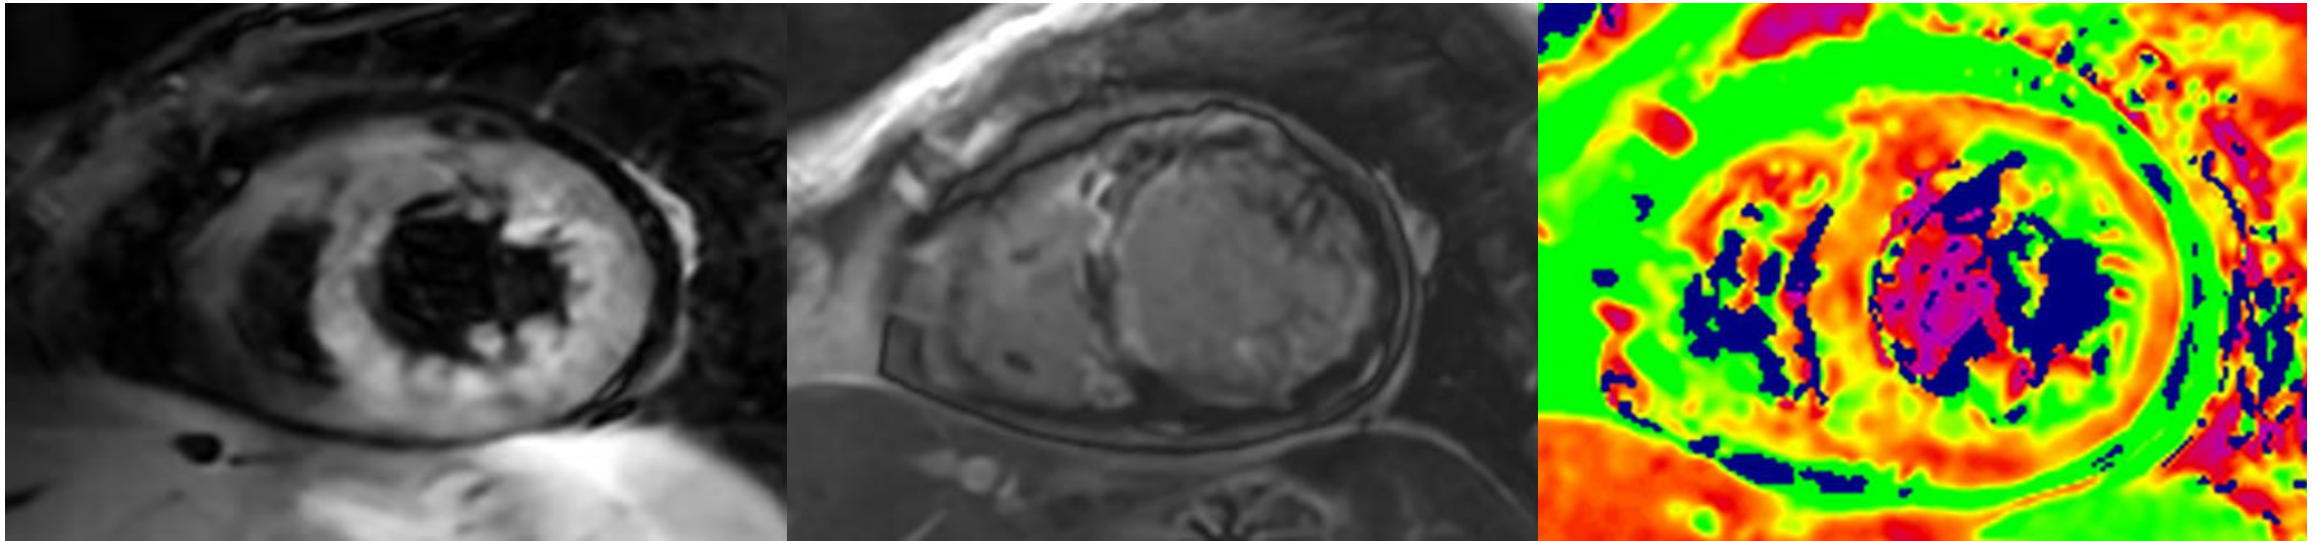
Hallazgos de resonancia magnética cardíaca en una paciente con granulomatosis eosinofílica con poliangeítis. La secuencia STIR demuestra hiperintensidad miocárdica focal compatible con edema miocárdico. La secuencia phase-sensitive inversion recovery (PSIR) muestra afectación miocárdica no isquémica asociada. El mapeo T2 confirma edema miocárdico, con un valor máximo de T2 de 63 ms medido a 3 T (escáner GE), lo que apoya inflamación miocárdica activa.
